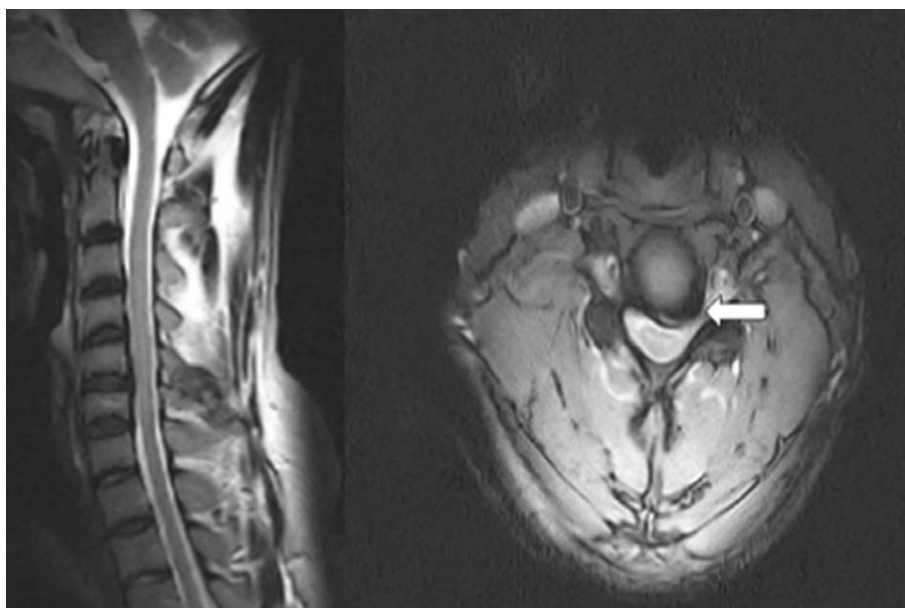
Cervical MRI demonstrates focal disc extrusion, central to left side of C5-6 (arrow).
